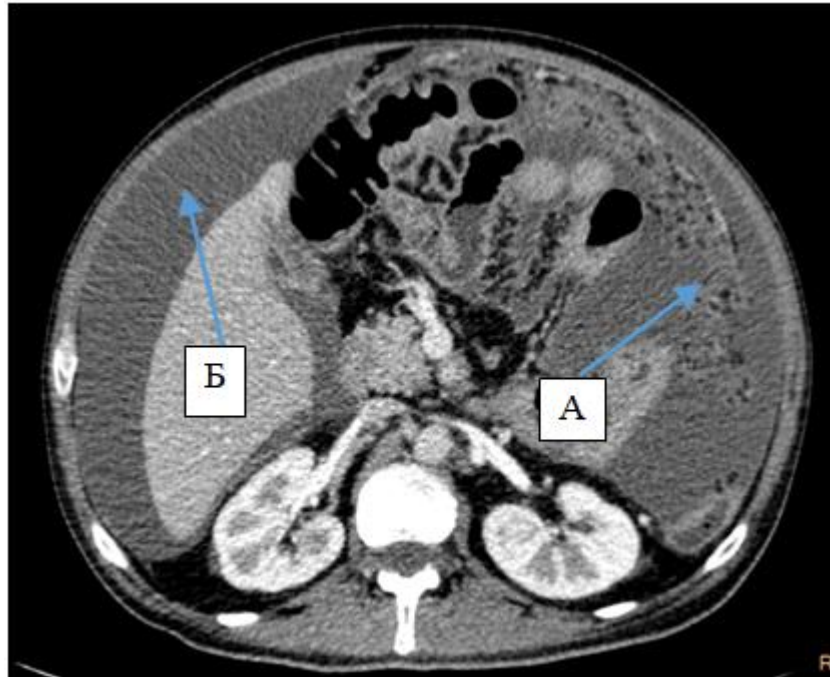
Компьютерная томограмма брюшной полости больного Б., 66 лет, а/к №15493-18. Аксиальная проекция: А — большой сальник с множественными сливными карциноматозными узлами; Б — «поля» асцитической жидкости
